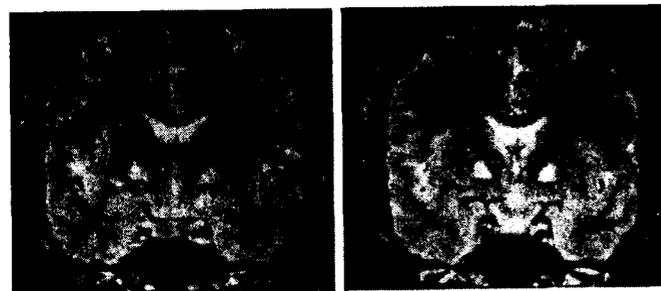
Bilateral pallidal lesions due to carbone monoxide poisoning (case P.A.): symmetrical hyperintensities on MRI.
